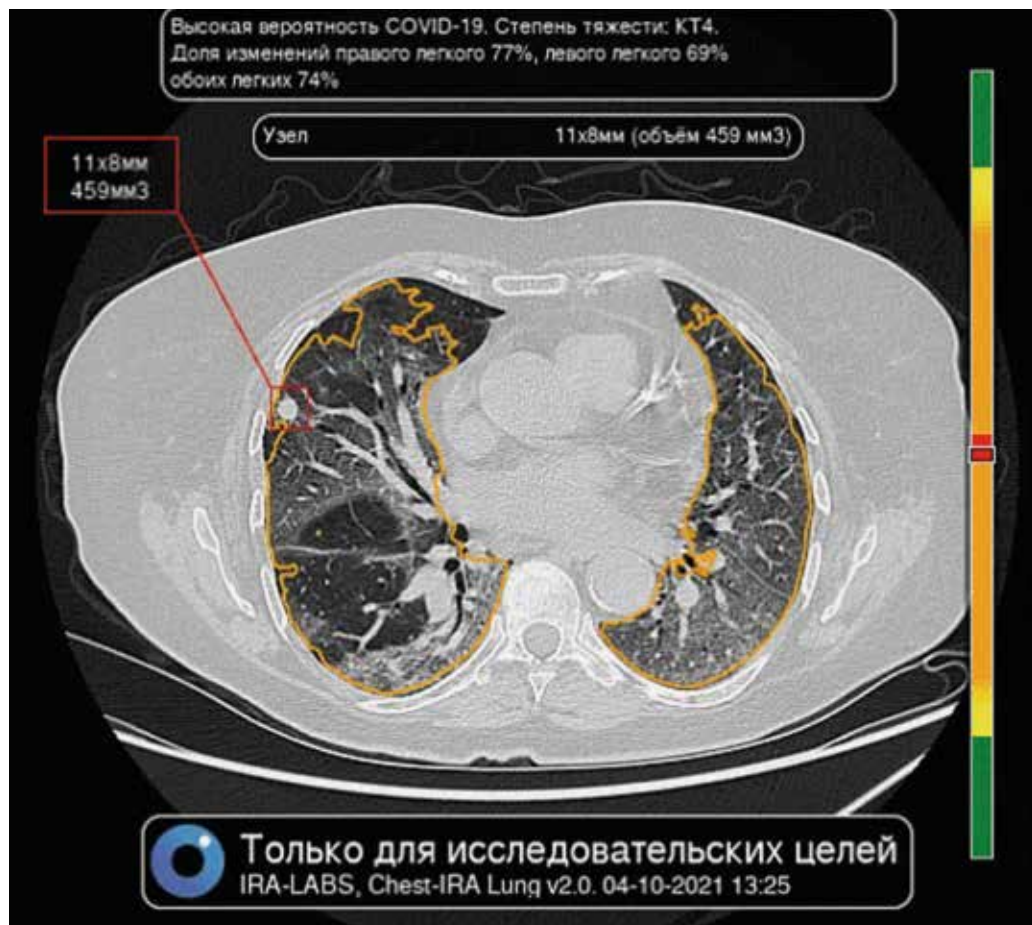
Пример выявления поражений в лёгких на результатах компьютерной томографии органов грудной клетки.
